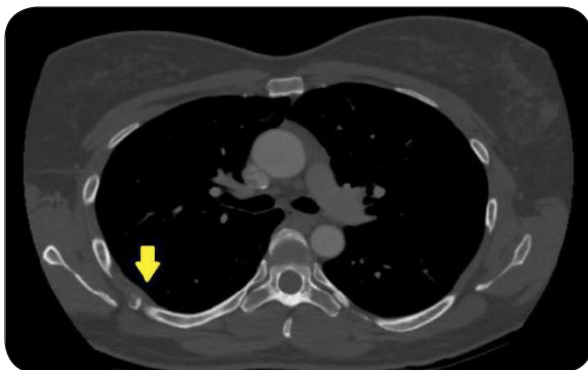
TDM thorax coupes transversale et sagittale : formation calcique en partie mieux délimitée, plus mature. Il persiste une zone à limites plus floues toujours évolutive. La tuméfaction des tissus mous à la périphérie est moins marquée et semble régresser.
